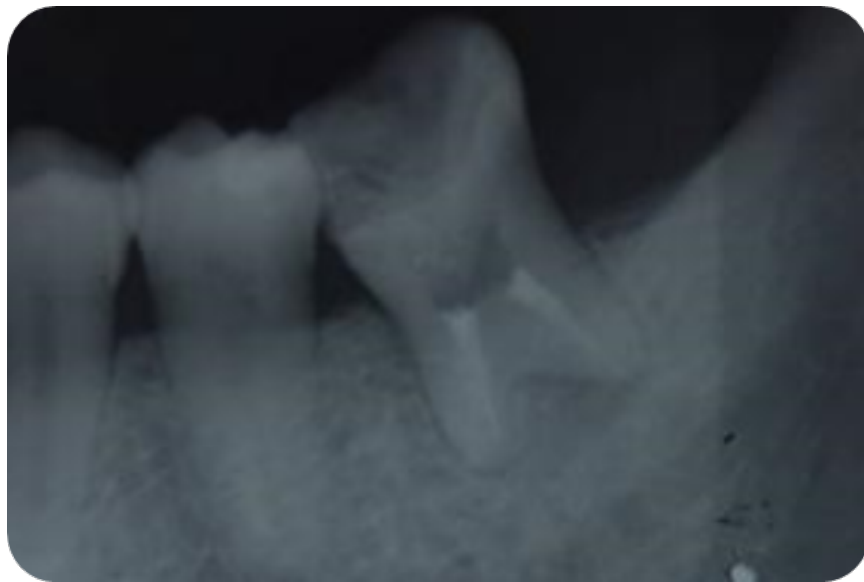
Radiografía final.
